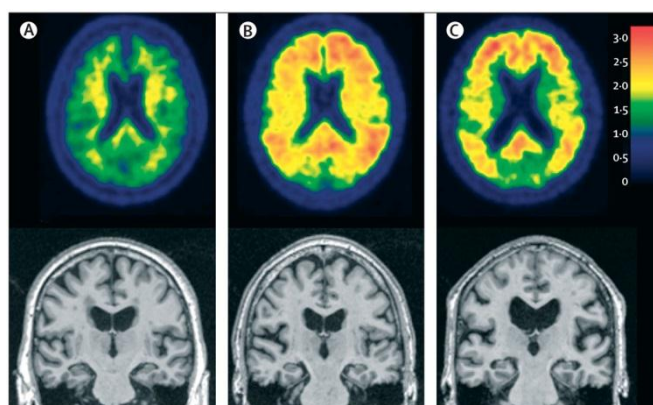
A) Indivíduo cognitivamente normal, sem evidência de placa β -amilóide no amyloidPET com [¹¹C]-PIB e sem evidência de atrofia na RM. B) Indivíduo cognitivamente normal, sem evidência de atrofia neurodegenerativa na RM, mas com significativo depósito β -amilóide no amyloidPET. C) Indivíduo com demência e diagnóstico de DA, um estudo de amyloidPET positivo e atrofia neurodegenerativa na RM.⁵
